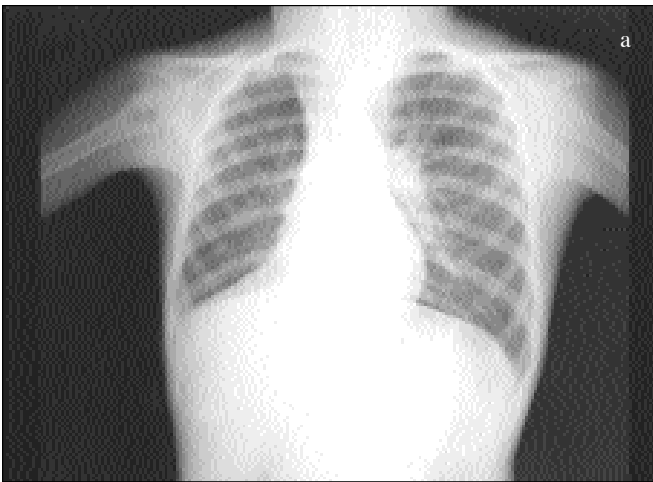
Orta lob sendromu gelişmiş 6 yaşında bir olgunun, a. başvuru grafisinde minör fissürün aşağı doğru çekildiği, sağ parakardiyak bölgede konsolide bir alanın bulunduğu ve kalbin sağ kenarının silindiği görülmekte; b. tedavi sonrası kontrol grafisinde bu bölgenin normale döndüğü izlenmektedir.
